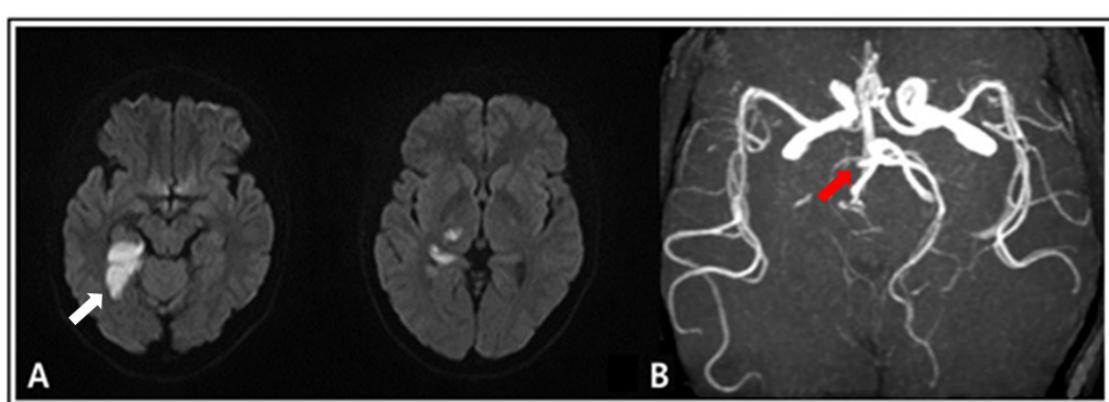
Magnetic resonance image and Magnetic resonance angiography of the brain.
